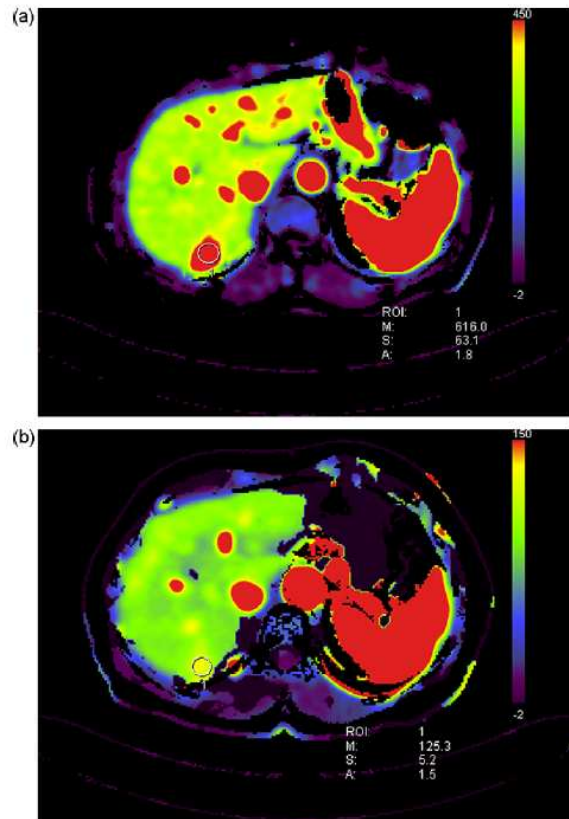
Parametric map of tissue blood volume in a patient with liver metastases from small bowel carcinoid tumour undergoing anti-angiogenic treatment. (a) Map before treatment: the lesion (ROI) is highly perfused (red pixels). (b) Map after 24 h of anti-angiogenic treatment: the lesion (ROI) shows decreased blood volume (yellow and green pixels). Siemens body CT perfusion software (Siemens Medical Solutions, Forchheim, Germany).
